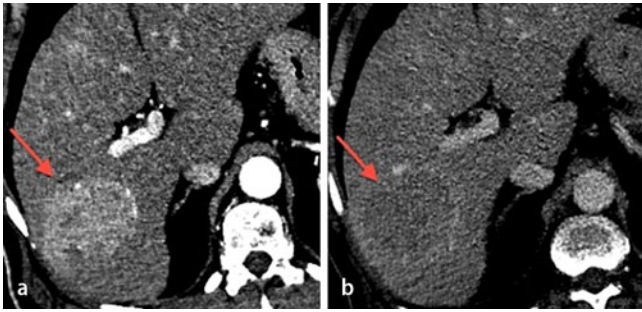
▲ CT eines 64-jährigen Patienten mit äthyltoxischer Leberzirrhose Stadium Child-Pugh A. Solitäre Läsion (5 cm) in Lebersegment VI mit kräftiger spärarterieller Hypervaskularisation (a) und „wash-out“ in der portalvenösen Phase (b). HCC-typische Kontrastmittelaufnahme der Pseudokapsel in der portalvenösen Phase (b). Biopsische Abklärung mit Nachweis eines mäßig bis wenig differenzierten hepatozellulären Karzinoms (HCC)
